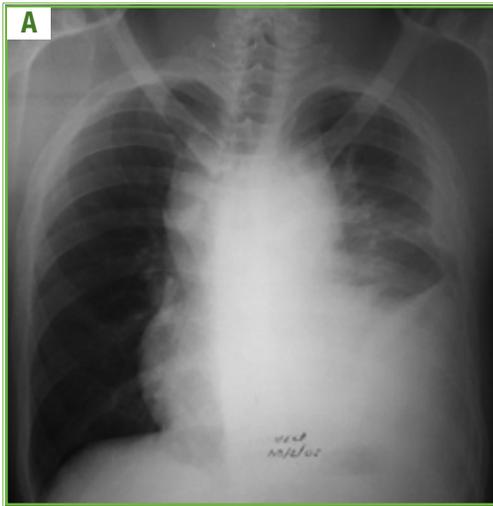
Hemorragia mediastinal por lesión de grandes vasos intratorácicos. A) Radiografía simple de tórax que muestra ensanchamiento mediastinal, pérdida del botón aórtico y de la ventana aorto-pulmonar, desplazamiento derecho de la tráquea, descenso del bronquio fuente izquierdo, cúpula pleural apical izquierda y hemotórax izquierdo. B) Radiografía simple de tórax con ampliación del mediastino. C) Imagen digital de lesión de grandes vasos intratorácicos.
